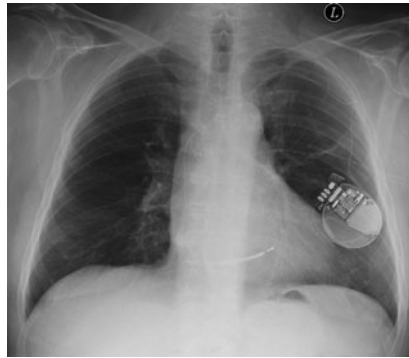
▲ Thoraxröntgenaufnahme (anteroposteriorer Strahlengang) bei einem Patienten nach Implantation eines Defibrillators vom Typ Autogen-Mini (Fa. Boston Scientific, USA)
